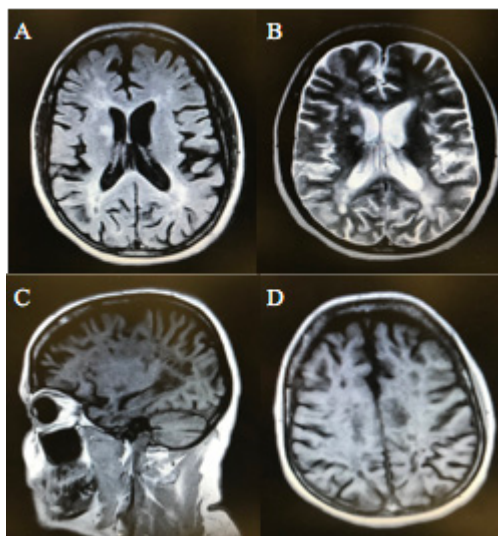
Imagens de RM sem contraste gadolínio mostrando áreas arredondadas de hipersinal em FLAIR e T2 (A e B) e hipossinal em T1 (C e D) em projeção de substância branca periventricular/centro semi-ovais, microleucoencefalopatia e/ou gliose, infartos lacunares crônicos em núcleos da base e periventrículo laterais bilateralmente.
